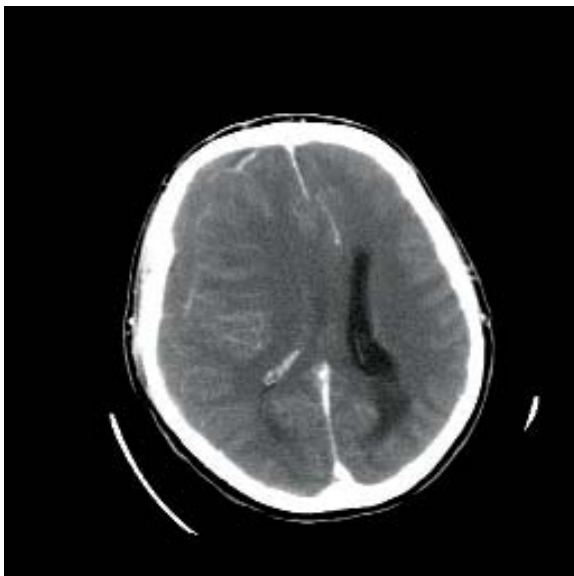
TAC CONTRASTE: Hematoma subdural frontoparietal derecho subagudo isodenso. Herniación subfalciana y compresión de las cisternas basales.
